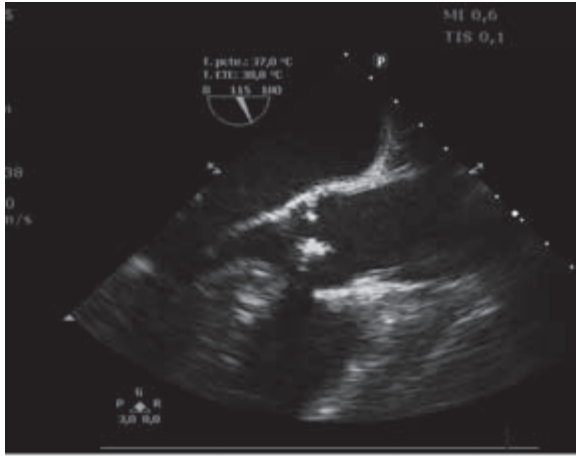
Ecocardiograma transesofágico que evidencia la hipertrofia asimétrica a predominio del septum basal.
